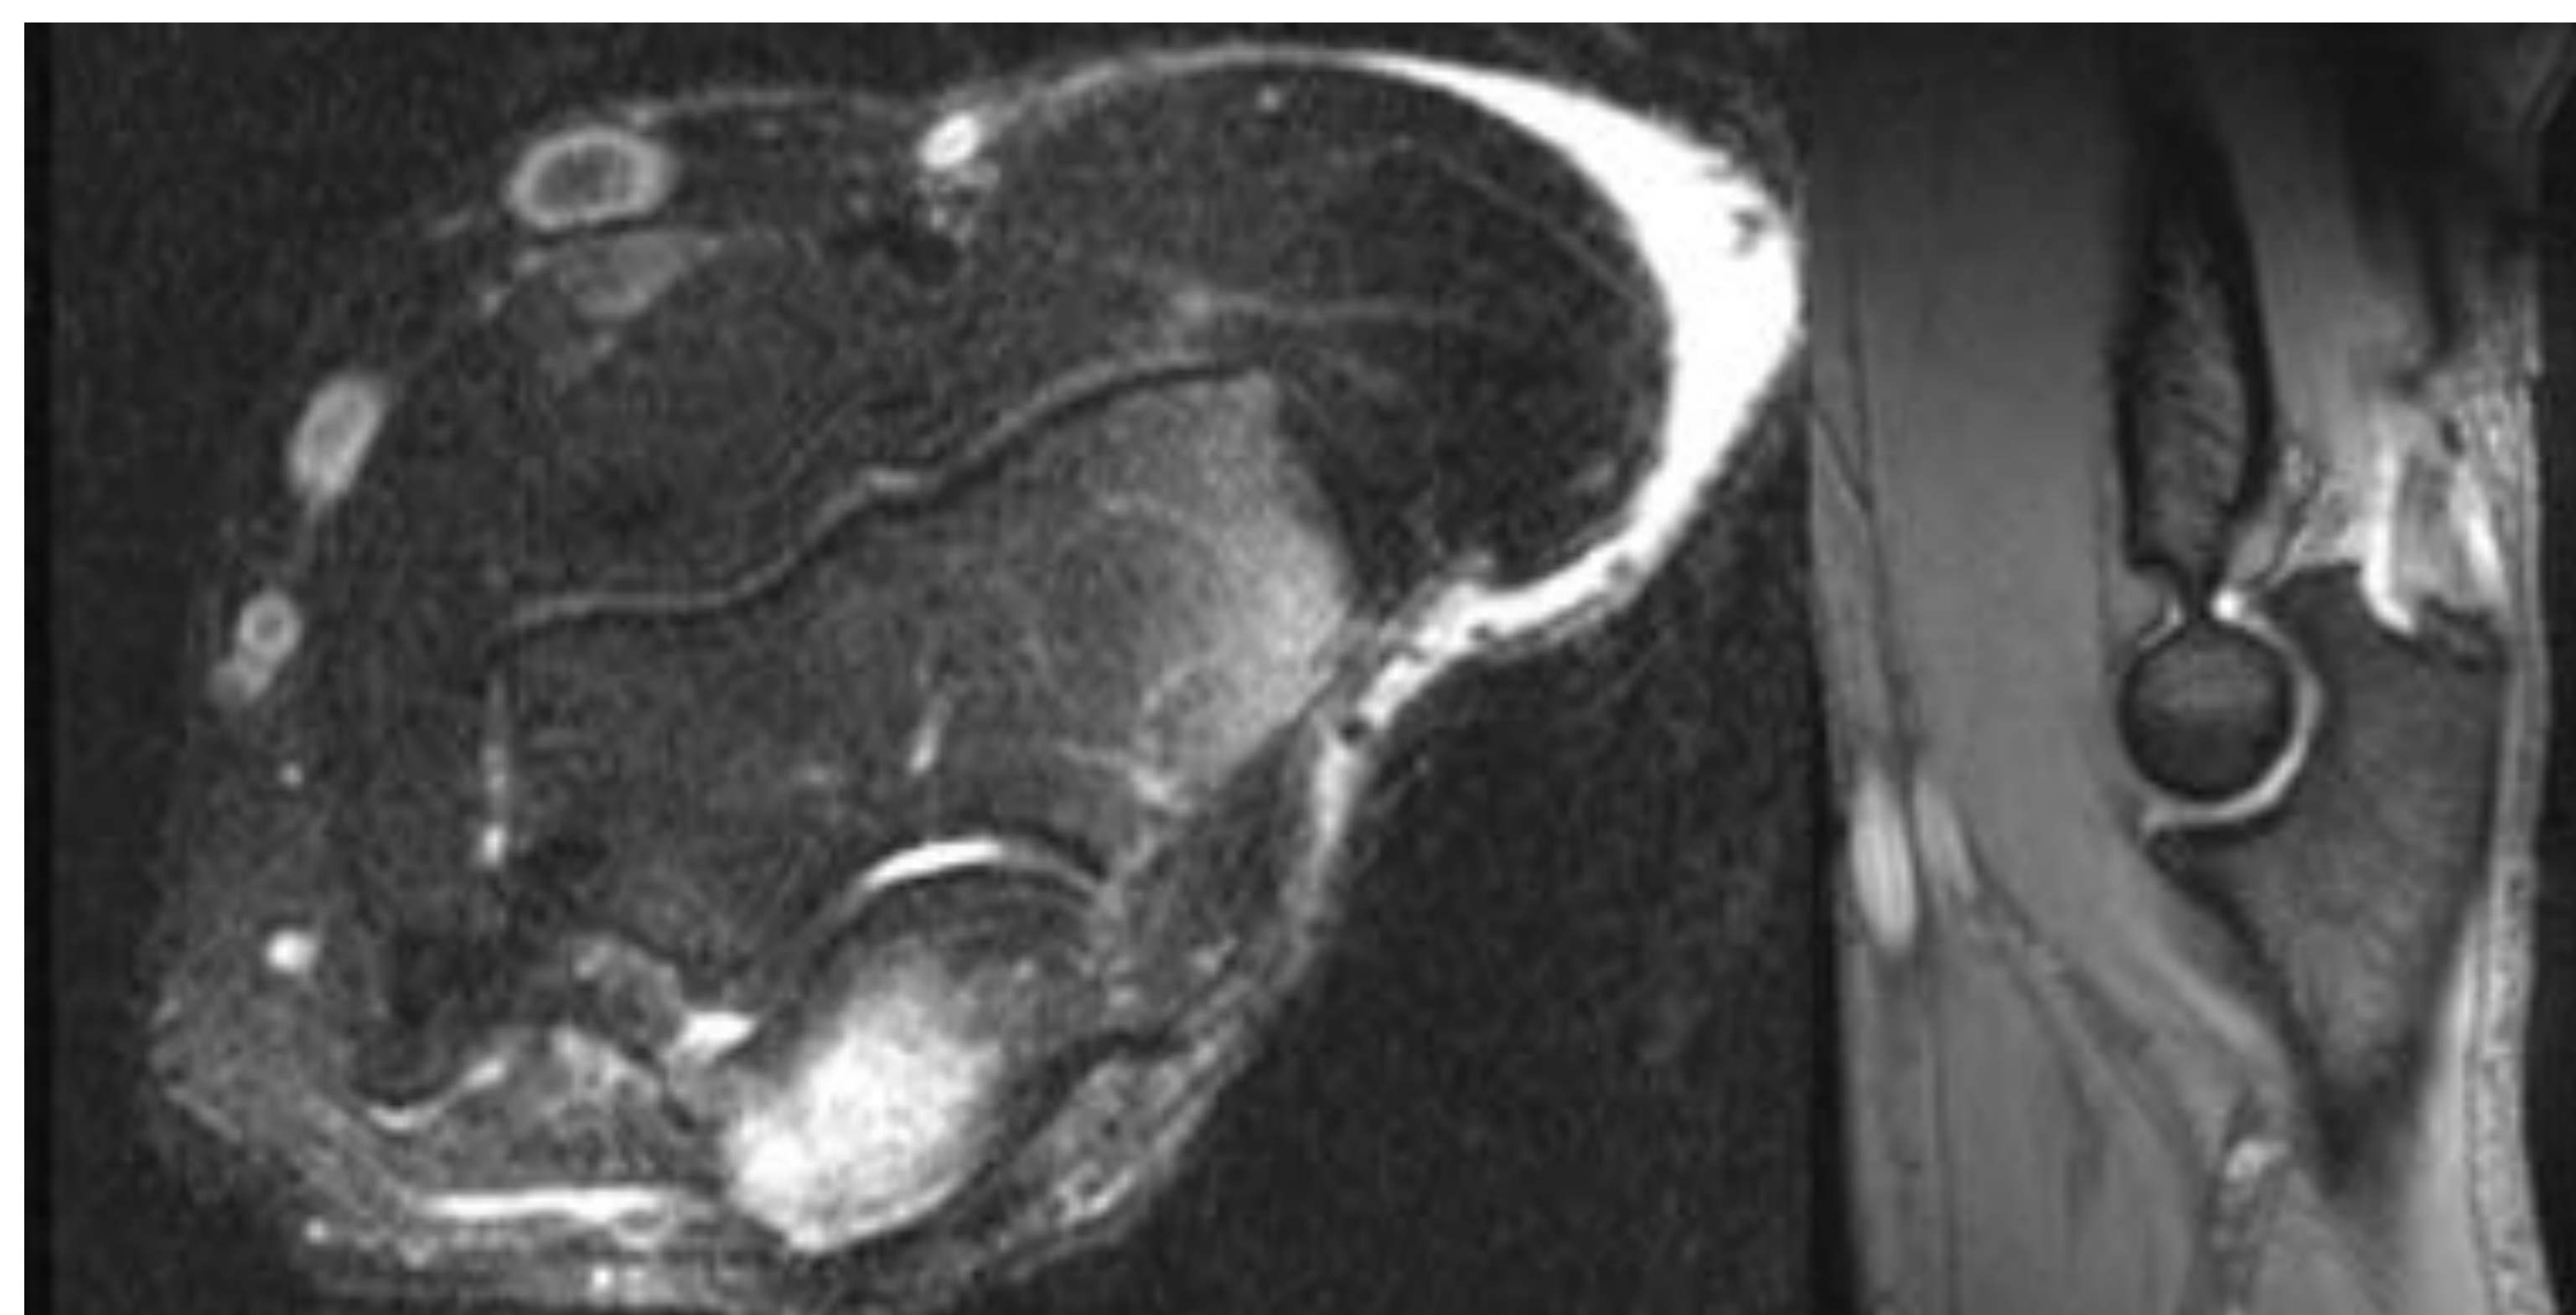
RM de codo. La imagen de la izquierda (corte axial en T2FS) muestra alteración de señal por hiperséñal en el olécranon y la imagen de la derecha (sagital en GE) muestra engrosamiento, alteración de la señal y pérdida de continuidad del tendón del tríceps. Compatible con rotura completa del tendón del tríceps.
